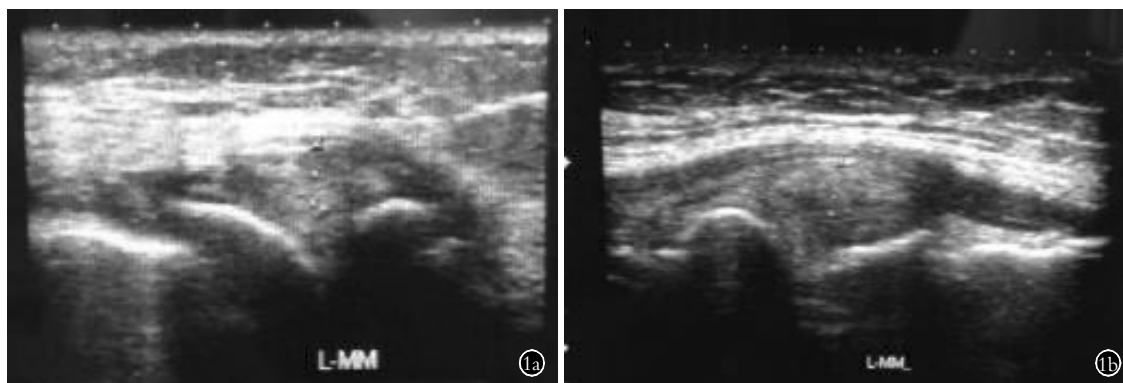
患者,男,65 岁,左膝关节间断反复疼痛 5 年,半月板损伤 1a. 治疗前超声结果示半月板周围信号不均、膨出 1b. 治疗后 1 个月超声检查示信号较为均匀,膨出减少
